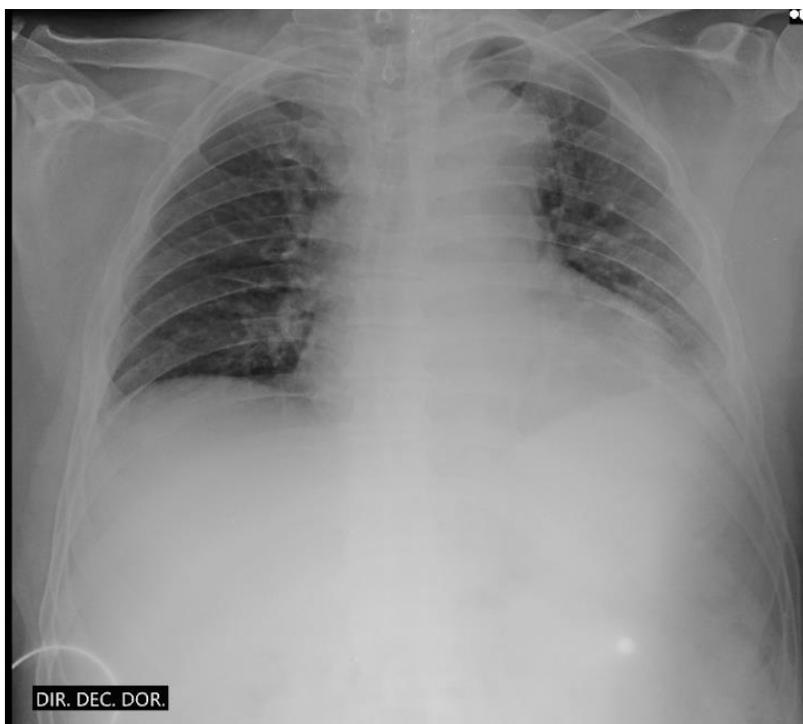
Radiografia de tórax do paciente N.Z.
